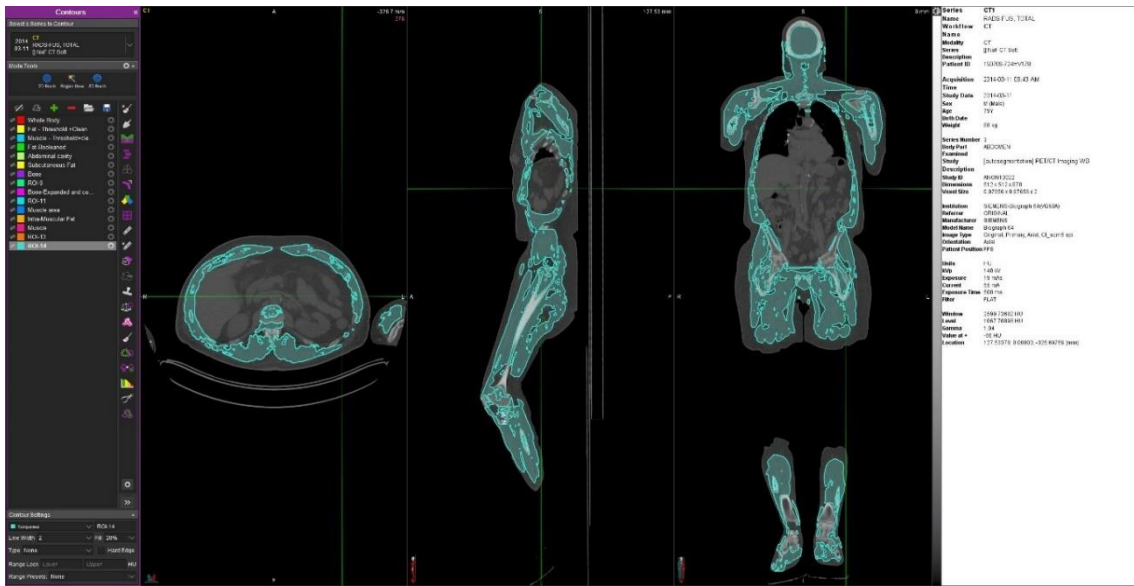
Determinación de la MM total en un paciente con cáncer analizada mediante la TC de planificación de RT. Elaboración propia.
